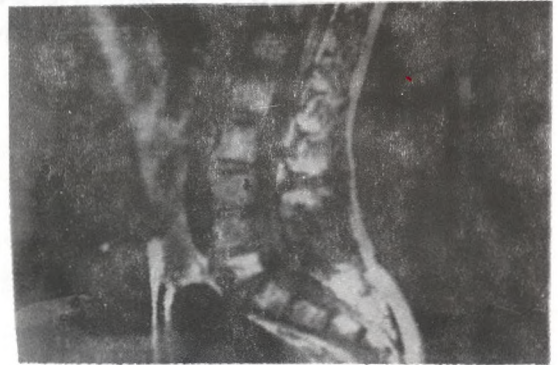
RESONANCIA MAGNETICA NUCLEAR DE LA REGION LUMBOSACRA DONDE SE APRECIA LESIÓN QUE LUEGO DE EXTIRPADA ES REPORTADA POR EL PATOLOGO COMO UN CORDOMA.
